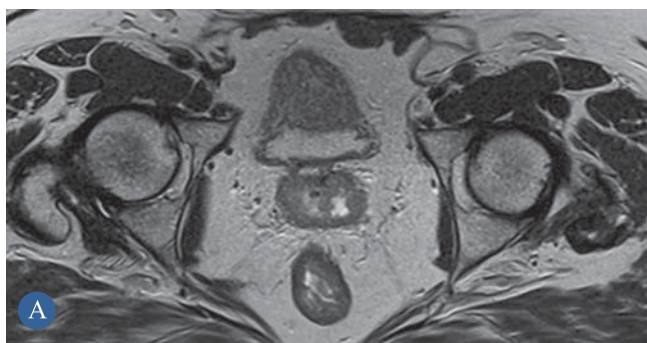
МР-томограммы органов малого таза, состояние после комбинированного лечения по поводу рака тела матки T1N0M0, рецидив в куполе культи и верхней трети влагалища: а — T2-ВИ в аксиальной проекции; б — T2 в коронарной проекции; в — T2-ВИ в сагиттальной проекции. На всех сканах определяются неоднородное циркулярное утолщение стенки верхней трети влагалища и наличие объемного образования в проекции купола культи. На изображениях а и б дополнительно визуализируется тяжесть прикультиевой клетчатки — признаки инвазивного процесса
